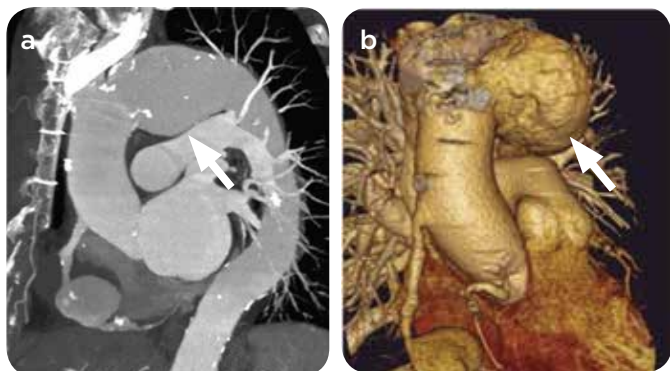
Paciente de 75 años de edad, con antecedente de cirugía de puentes (*bypass*) coronarios hace 6 años, con aneurisma gigante parcialmente trombosado de un puente de vena safena a la circulación coronaria derecha, asociado a un aneurisma del arco aórtico. a) Reconstrucción curva, y b) tridimensional epicárdica de estudio de angiotomografía coronaria. Se identifica aneurisma (flechas) de gran tamaño, parcialmente trombosado, no roto, del segmento medio de puente de safena a circulación coronaria derecha y aneurisma del arco aórtico (flechas).
